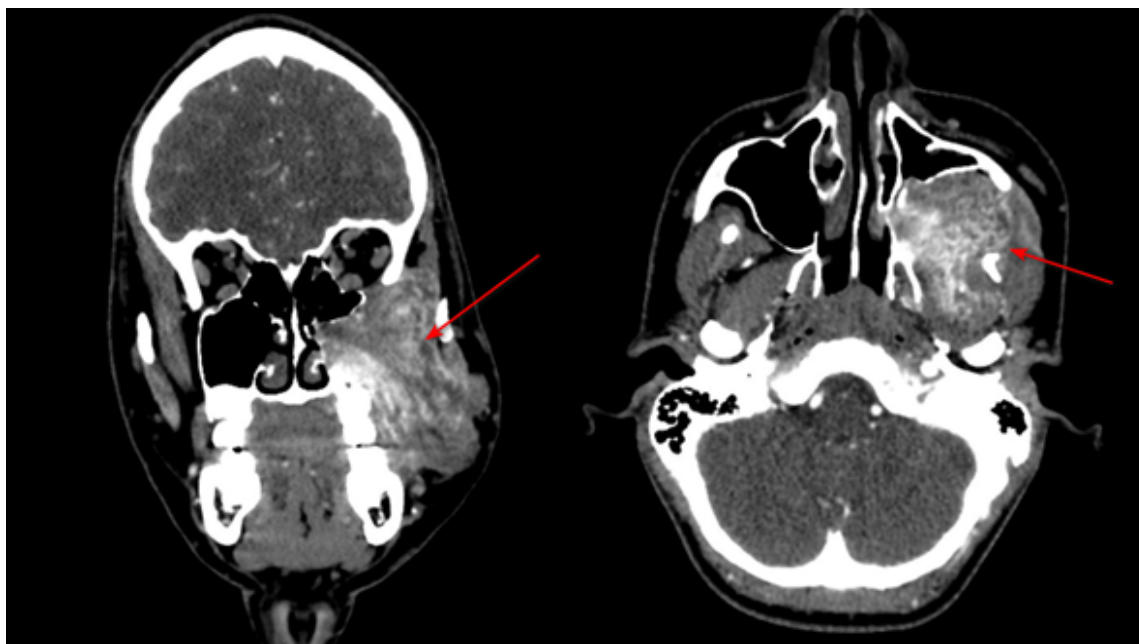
Ангиофиброма с нетипичным ростом. МСКТ головы с контрастным усилением. Корональная и аксиальная проекции. Артериальная фаза контрастирования. Экстраназофарингеальная форма ЮАН (стрелками указана опухоль)
